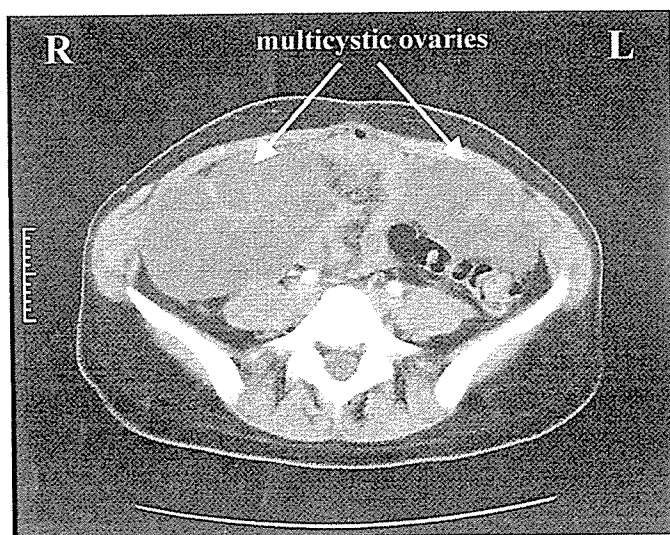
CT on POD 17, showing enlarged bilateral multicystic ovaries.
